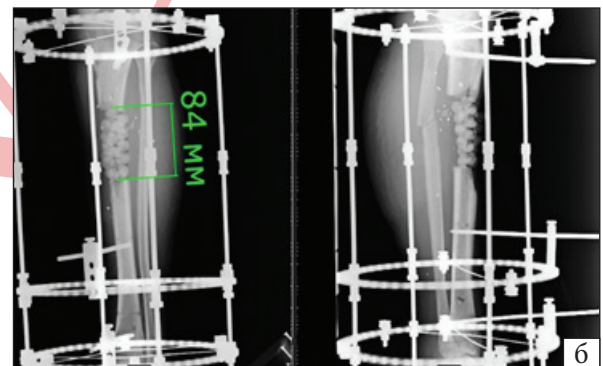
Фотовідбиток рани через 5 тижнів (а), рентгенограма
